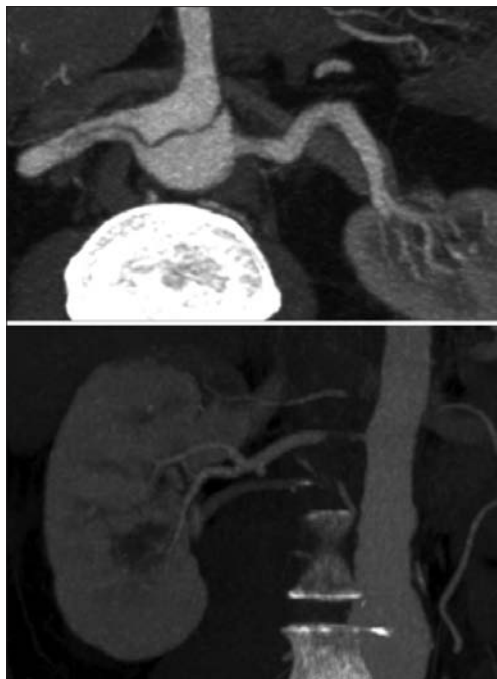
Tomografía axial computada de disección tipo B con compromiso de arteria renal derecha.
